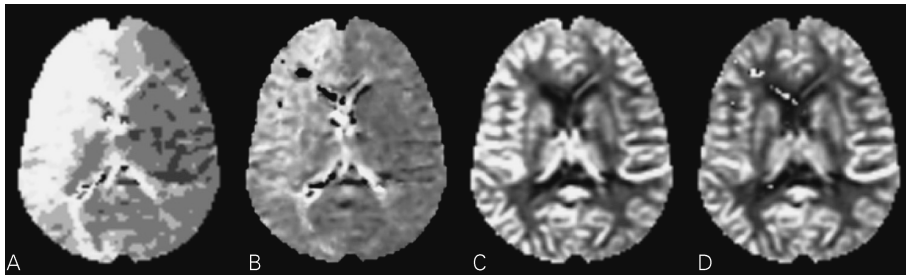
Perfusion MRI at 3T of the patient with right internal carotid artery occlusion
